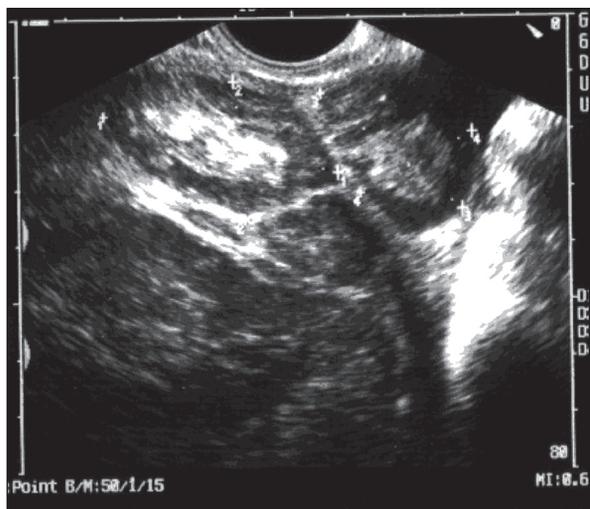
Ультразвуковая томограмма больной С., с диагнозом ЛМС, выполненная трансабдоминальным доступом в поперечной плоскости
